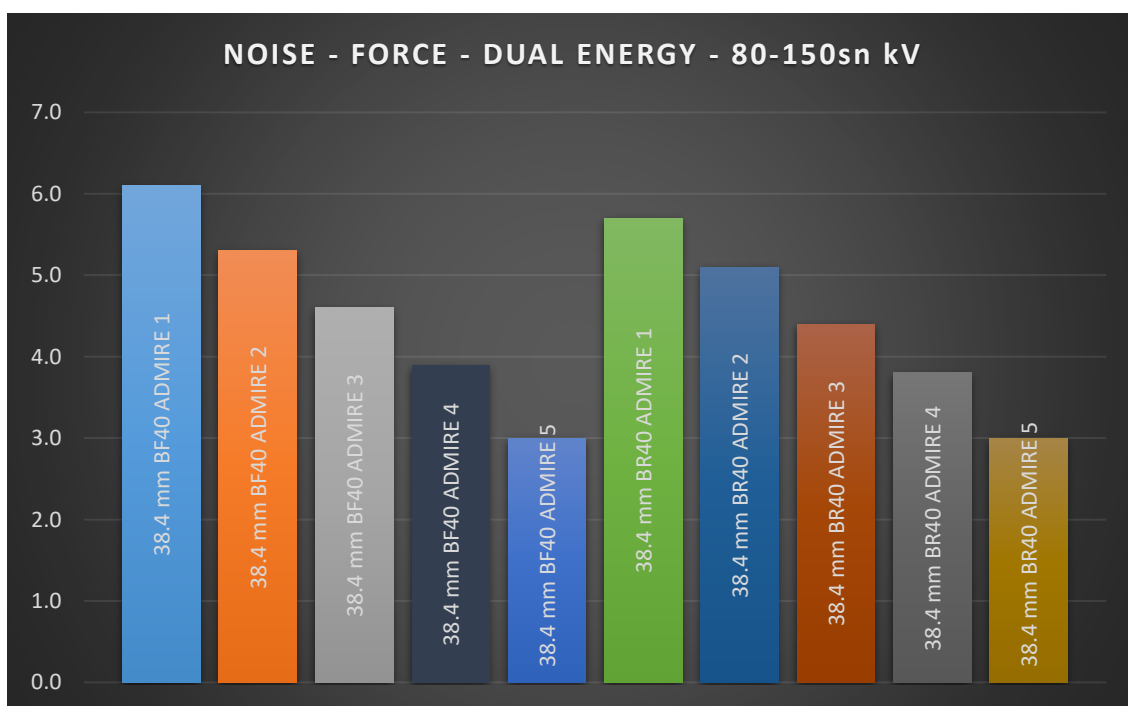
RUMORE AL VARIARE DI ADMIRE IN CT FORCE, PER ENERGIE DI 80-150sn kV, ACQUISIZIONE IN DUAL ENERGY
